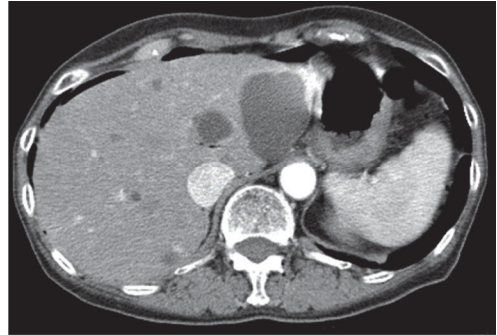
腹部造影CT検査：肝前面の free air
